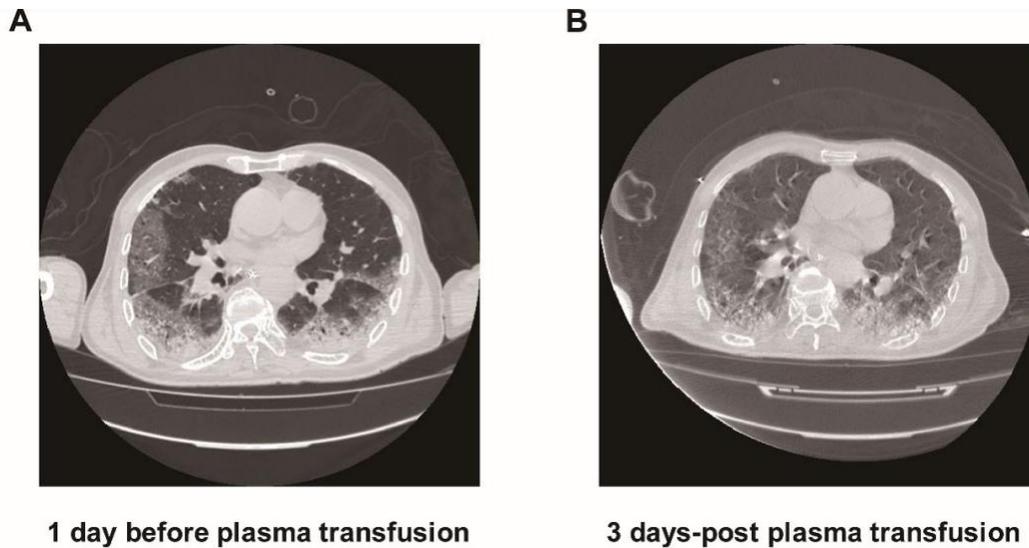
Tomografía computarizada de paciente 1. A: TAC del paciente 1 un día antes de la transfusión de plasma convaleciente. B: TAC del paciente 1 tres días después de la transfusión de plasma convaleciente. Fuentes: Tomada de Shen C. y col., 2020 (29)
